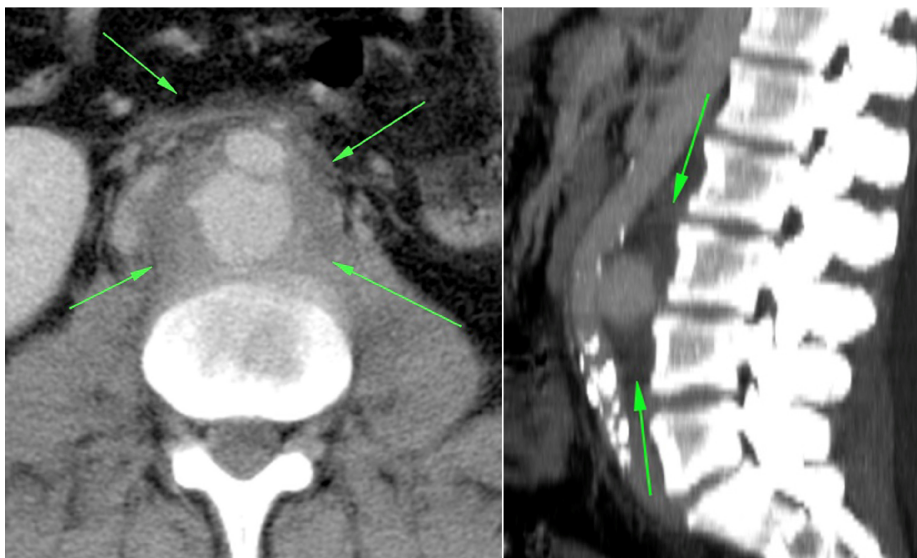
Tomografia computadorizada evidenciando aneurisma de aorta abdominal com sinais sugestivos de infecção.
